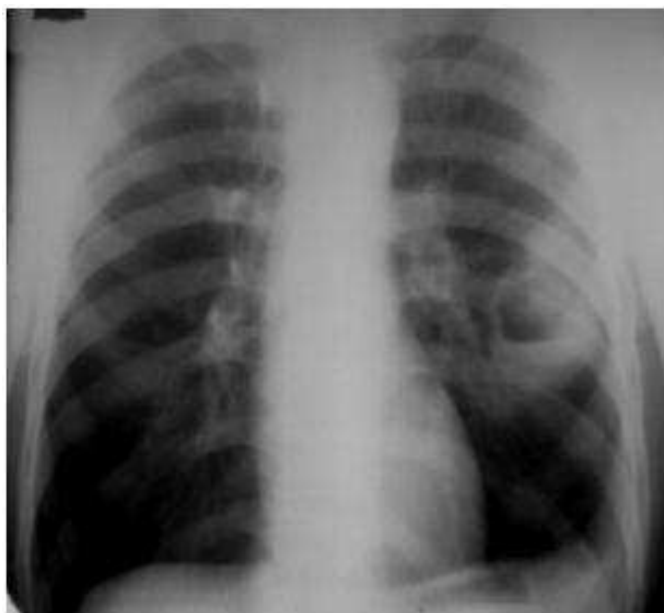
Оглядова рентгенографія органів грудної клітки. Пряма проекція. Абсцес лівої легені, другий період захворювання.
